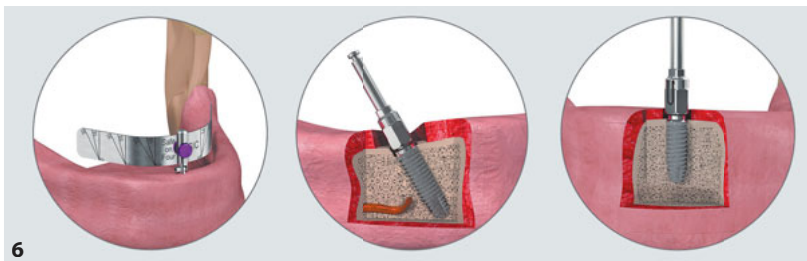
Grafische Darstellung der Safe on Four® Planungsschablone (Fa. SIC invent; links) zur visuellen und räumlichen Orientierung und zum Festlegen der Implantatausrichtung in Bezug auf Angulation (mesial/distal). Abb. 7 OPG-Röntgenkontrolle nach der Insertion der Implantate und dem Aufbringen der Aufbauten. Abb. 8 Röntgenbild eines anguliert inserierten Implantats (Unterkiefer) mit anguliertem SIC Multi-Unit Abutment (Fa. SIC invent).
